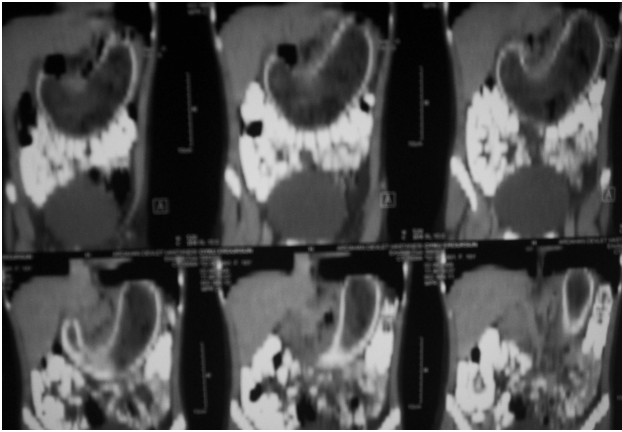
Tomographic view of the bezoar.
